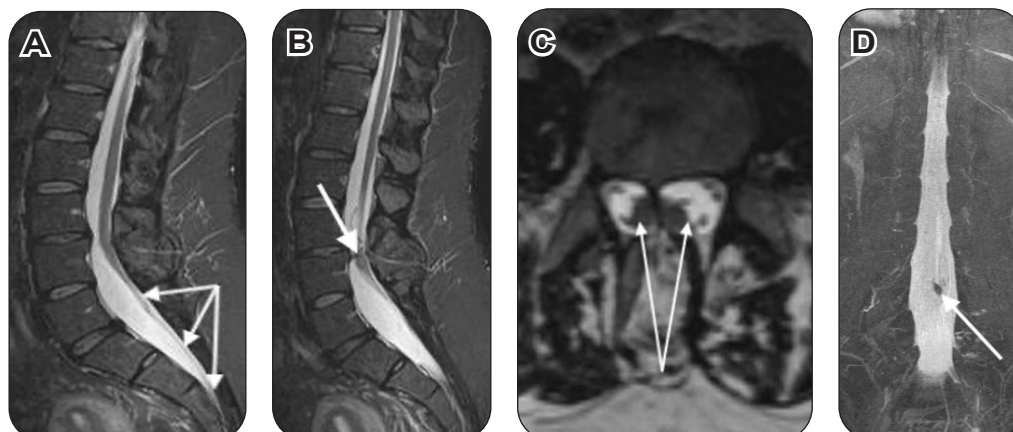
IRM. (A) Séquence T2, coupe sagittale : moelle basse attachée. (B) Séquence T2, coupe sagittale : visualisation partielle de la cloison ostéocartilagineuse au tiers supérieur du mur postérieur de L4. (C) Reconstruction multiplanaire, coupe transversale en L4 : visualisation des deux cordons de moelle. (D) Reconstruction MIP, vue postérieure : mise en évidence de l'éperon ostéocartilagineux au départ de L4.
